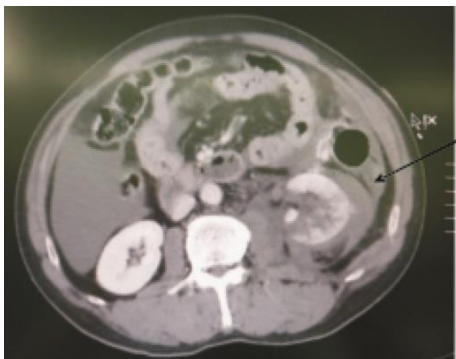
МСКТ в сочетании с экскреторной левой урографией (стрелкой указан разрыв почки в 3D реконструкции.левой почки).
